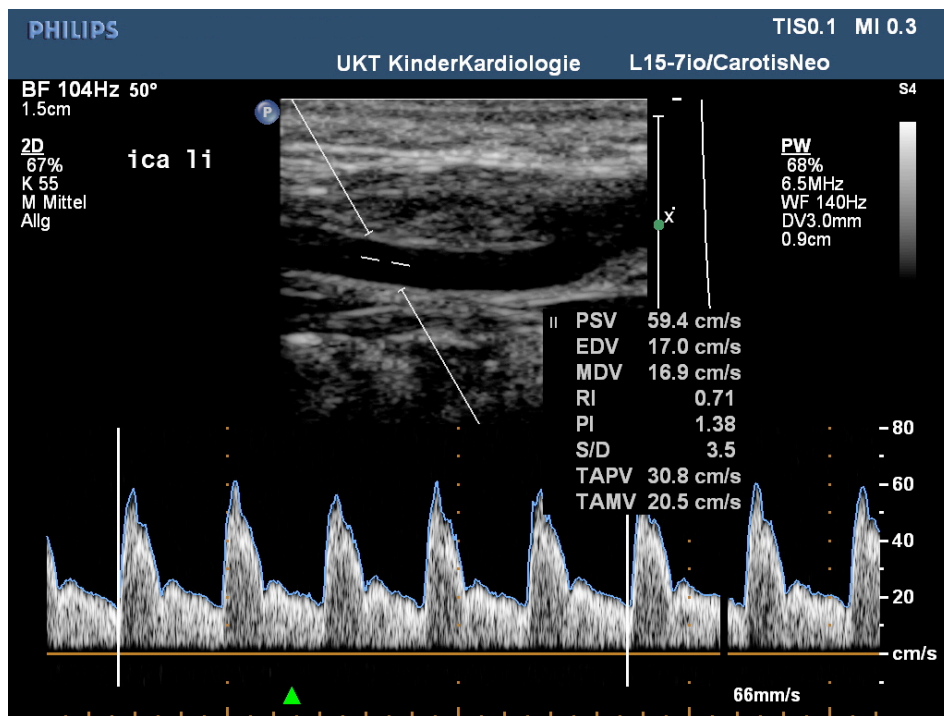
c. Dopplersonografische präoperative Untersuchung an Neugeborenen mit angeborenem Herzfehler. Dopplersonografie mit Spektral-Kurve und berechneten Geschwindigkeitsparametern der ICA links.
